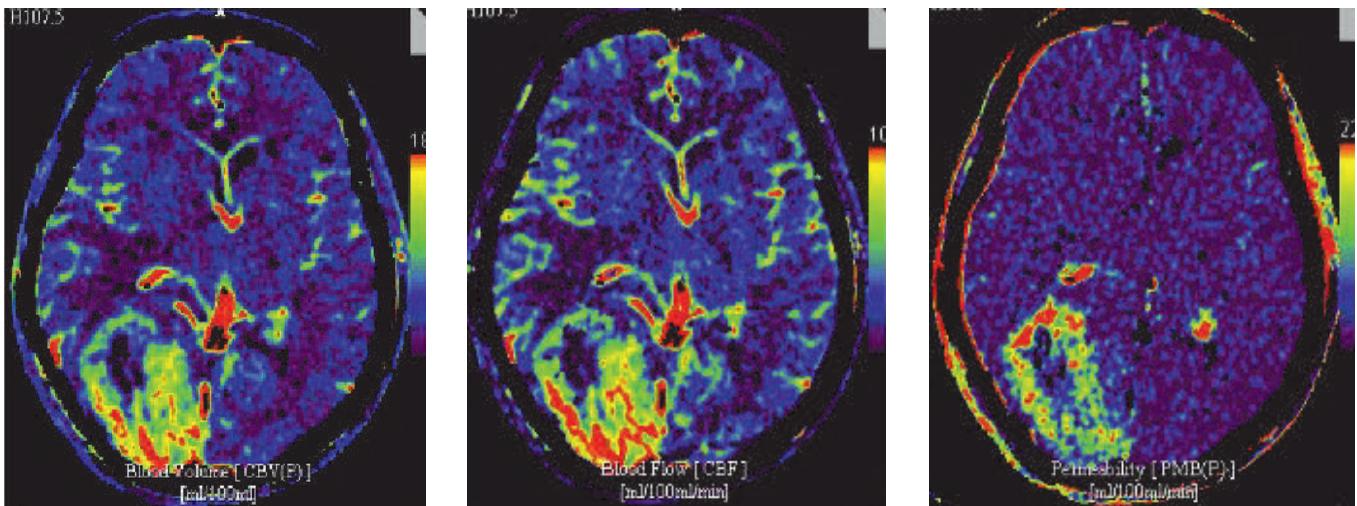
КТ головного мозга в перфузионном режиме (CBV, CBF, PMB карты). По периферии опухоли определяются усиленный кровоток и повышение проницаемости мембранного барьера
